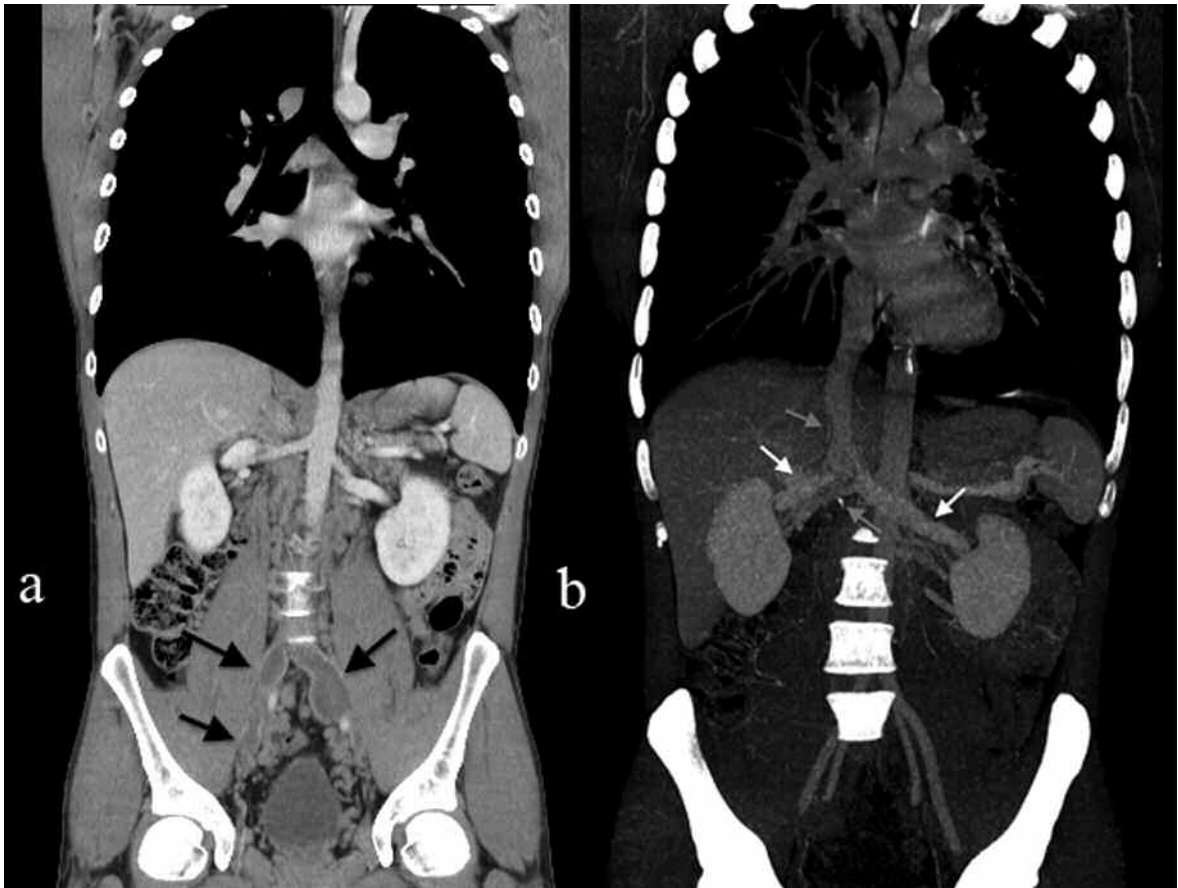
(a) TC plano coronal que muestra la existencia de trombosis en ambas venas ilíacas. (b) Reformateo coronal MIP, donde observamos la vena cava a nivel hepático (flecha gris), ambas venas renales (flechas blancas), sin visualizar la VCI infrarrenal (flecha gris).
